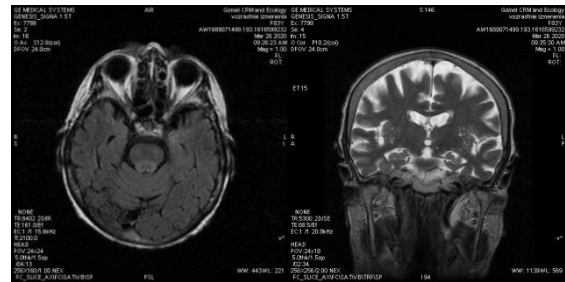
МРТ головного мозга пациентки И., 83 года (возрастная норма)
